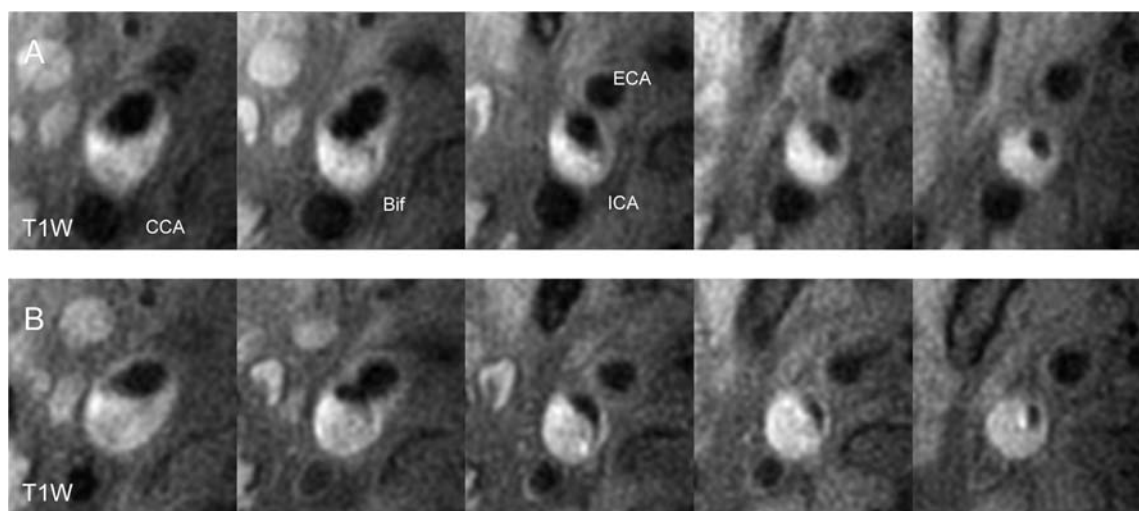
Representative T1-weighted images of the progression of atherosclerosis with intra-plaque hemorrhage in the right carotid artery. Each column in the figure presents matched cross-sectional locations in the carotid artery from the baseline MRI (row A) and the MRI obtained 18 months later (row B). The area of the lumen was decreased, and the area of the wall was increased in each section at second examination.
